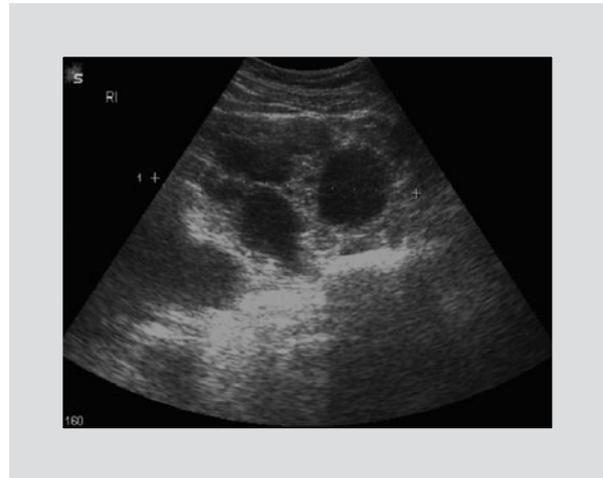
Ultrasonido hepático.
